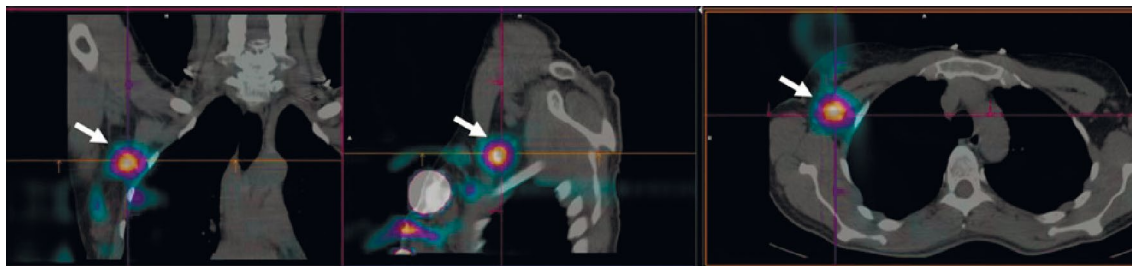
ОФЭКТ/КТ пациентки с раком правой молочной железы после паратуморального введения РФЛП “Сентискан, ^{99m}Tc ”
